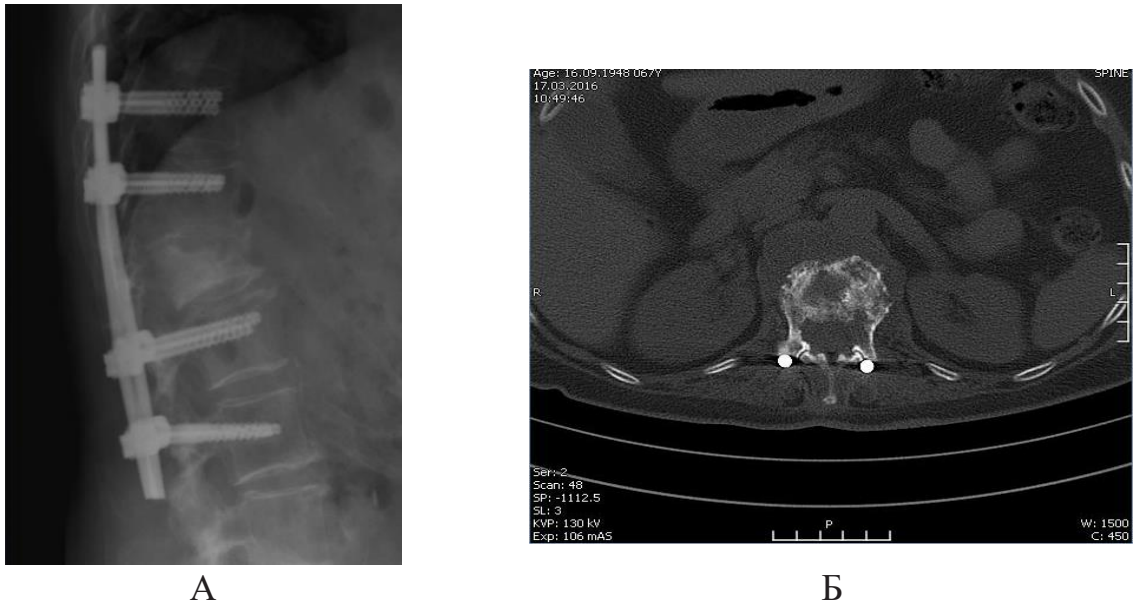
Рентгенограмма и компьютерная томограмма (аксиальный срез) больной С. (объяснение в тексте)
